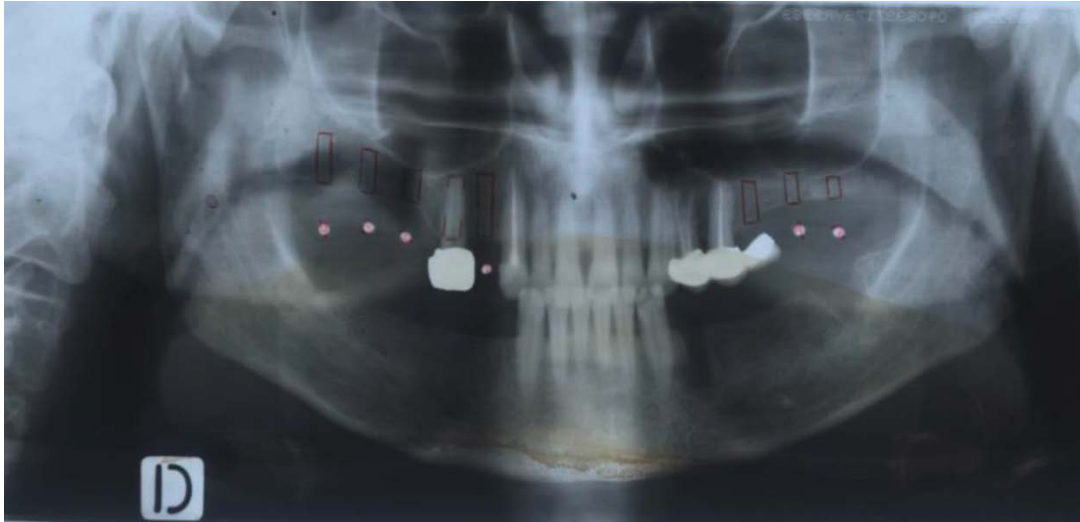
Radiografía del 2 de noviembre del 2018. [Fuente: Hospital Clínico San Carlos]
